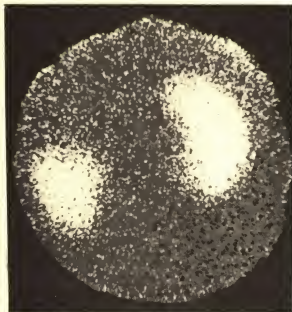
Сцинтиграмма при опухоли почки. Изображение левой почки деформировано за счет дефекта в верхнем сегменте.
